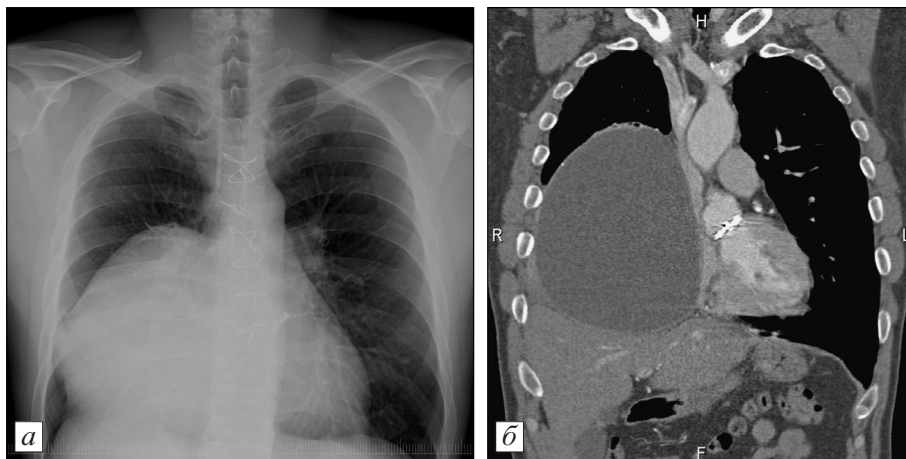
Рентгенограмма груди в прямой проекции.
